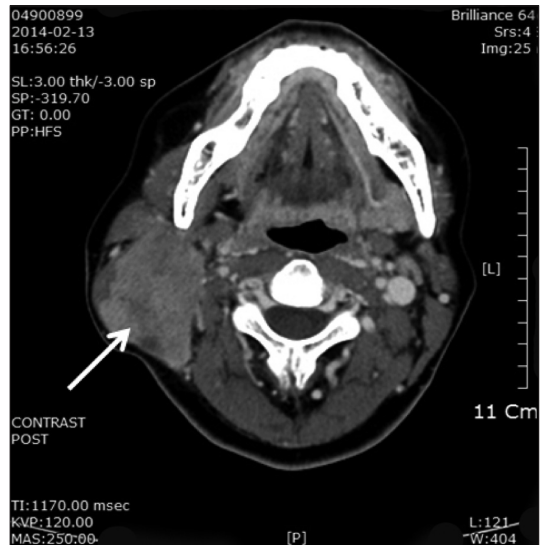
Contrast enhanced axial CT scans. A heterogeneously enhanced solid mass (White arrow) is observed at the right upper anterior neck space with collapse of right IJV. CT : computed tomography, IJV : internal jugular vein.
